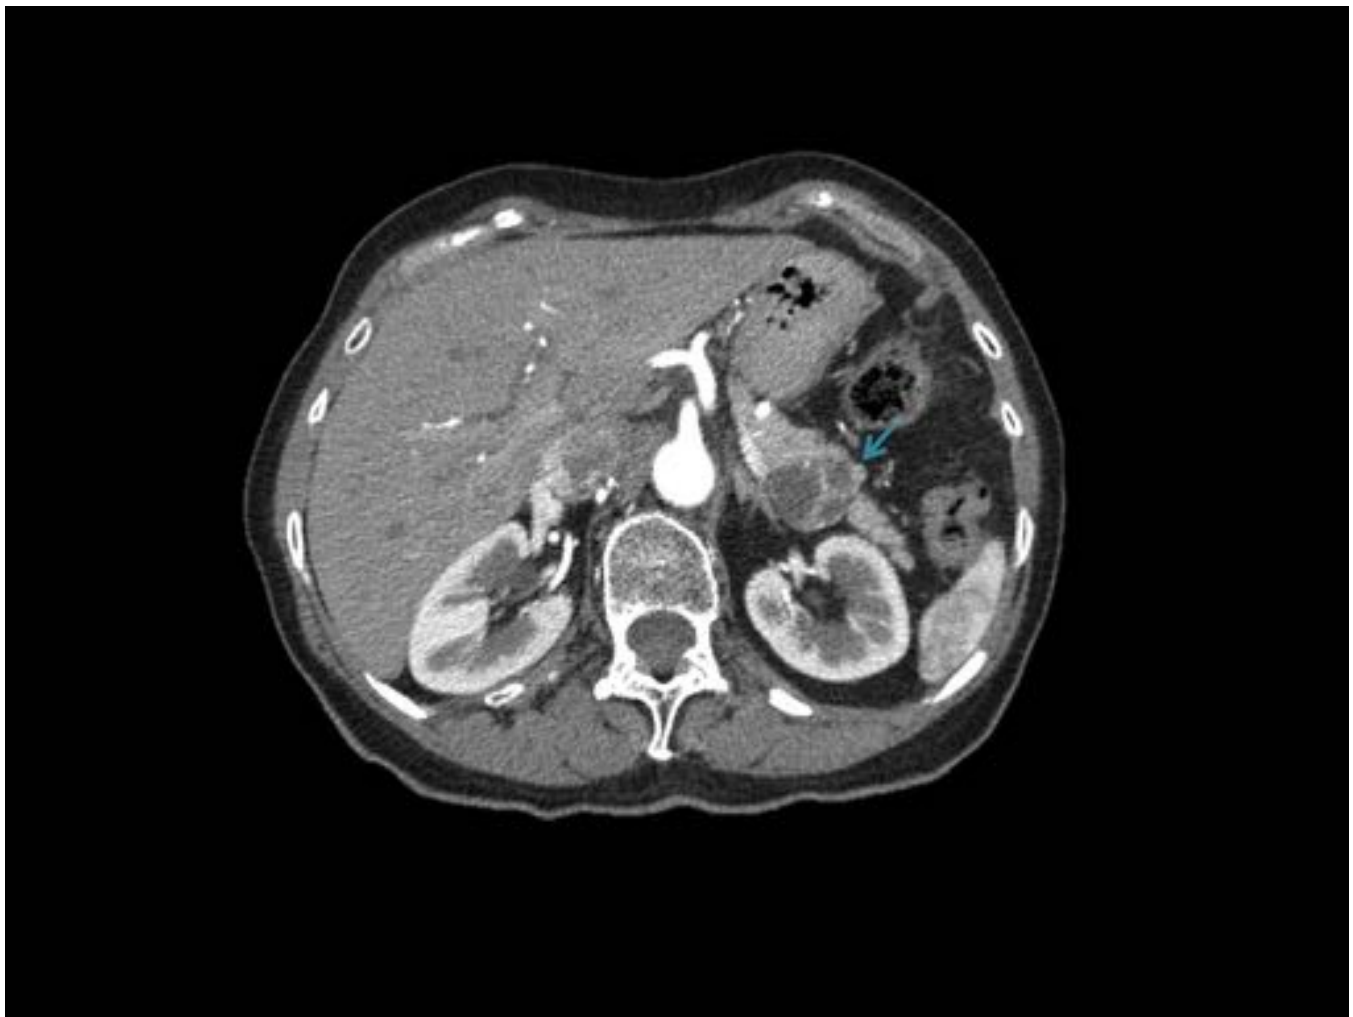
CT civ axial. Lesión quística multiloculada en cola pancreática (flecha azul) en relación con tumor neuroendocrino.
